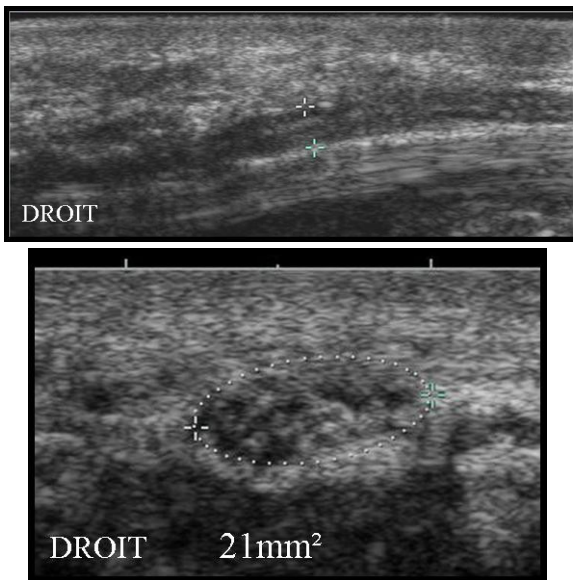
persistance des douleurs malgré l'intervention, L'échographie montre un aspect dégénératif du nerf.
